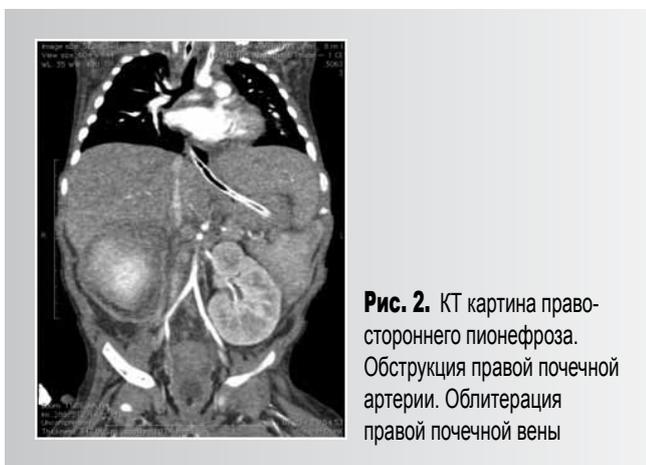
КТ картина правостороннего пионефроза. Обструкция правой почечной артерии. Облитерация правой почечной вены
